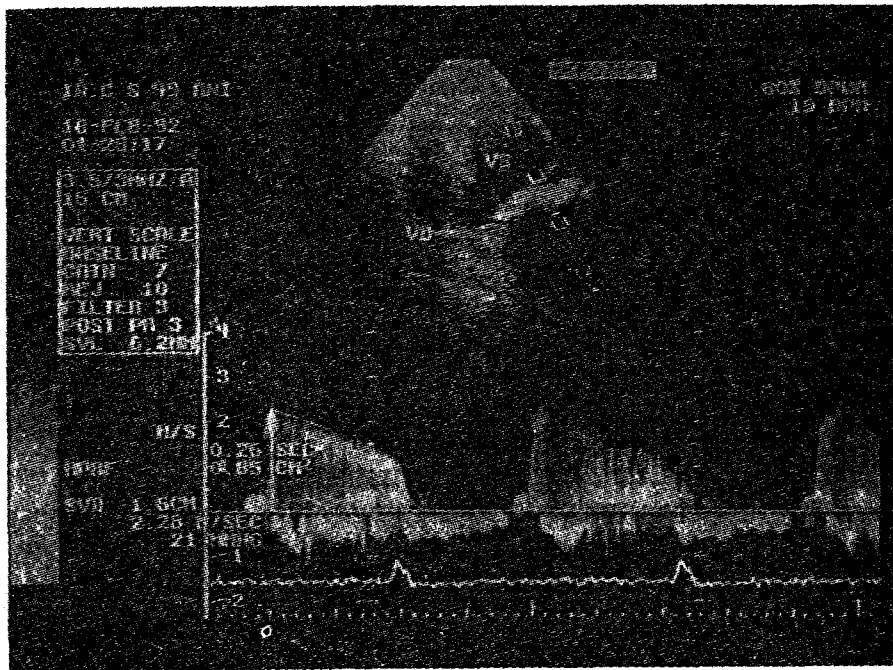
Stenoza mitrală. Examen Doppler. Sus: ecocardiografie bidimensională, secțiune apicală 4 camere. Valva mitrală este îngroșată cu calcificări. Eșantionul Doppler pulsatil cu repetiție cu frecvență înaltă este poziționat spre mijlocul cavităților stânga pentru a fi paralel cu fluxul sanguin. Jos: semnalul Doppler - caracteristic pentru stenoza mitrală. Gradientul maxim este de 21 mmHg ($4 \times 2,28^2$), iar aria este de 0,85 cm² (220/260). La cateterism, aria calculată după formula Gorlin a fost 0,83 cm². VD = ventricul drept, VS = ventricul stâng.
